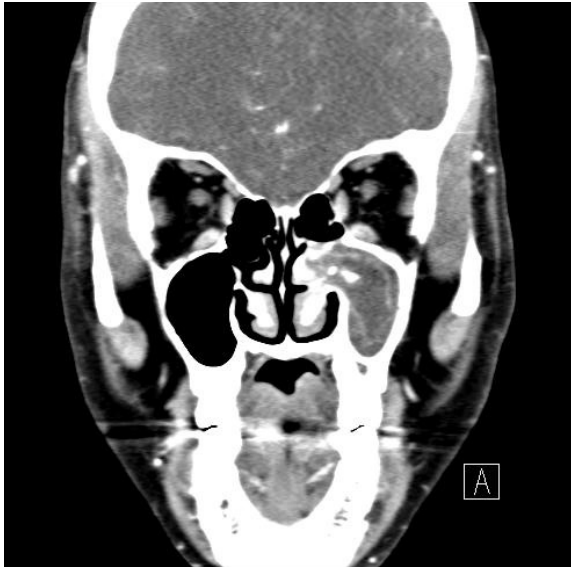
Coronal computer tomography scan of the paranasal sinuses showed that hyperplasia and soft tissue density of the left maxillary sinus.
